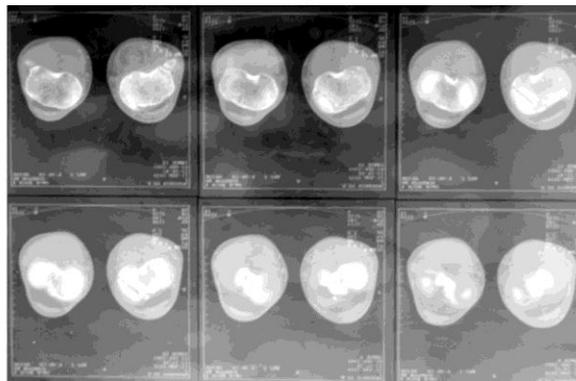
Предоперационная компьютерная томография коленного сустава
